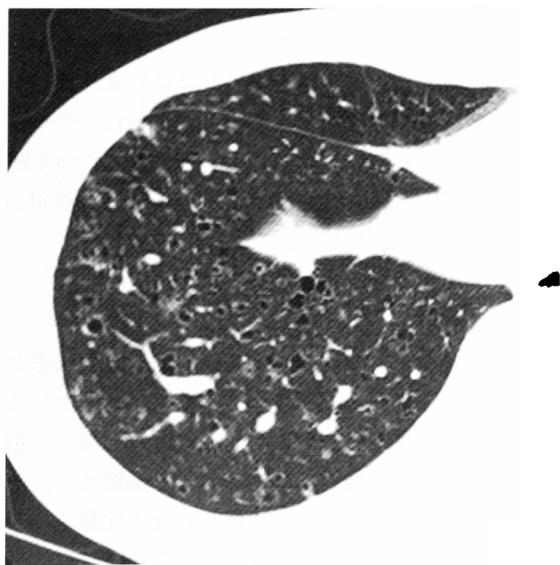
HRCT scan of Langerhans cell histiocytosis. HRCT scan shows bizarre thin-walled lung cysts and centrilobular nodules.
